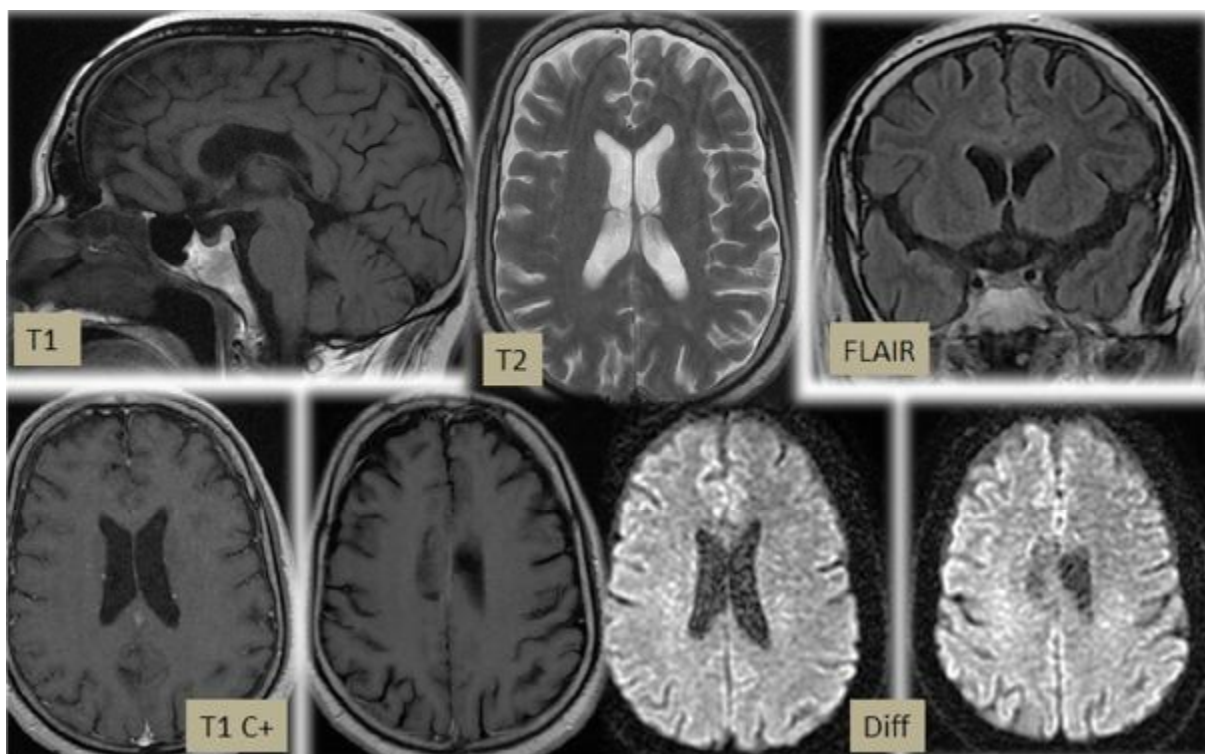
IRM de contrôle chez le même patient objectivant une régression des anomalies.
